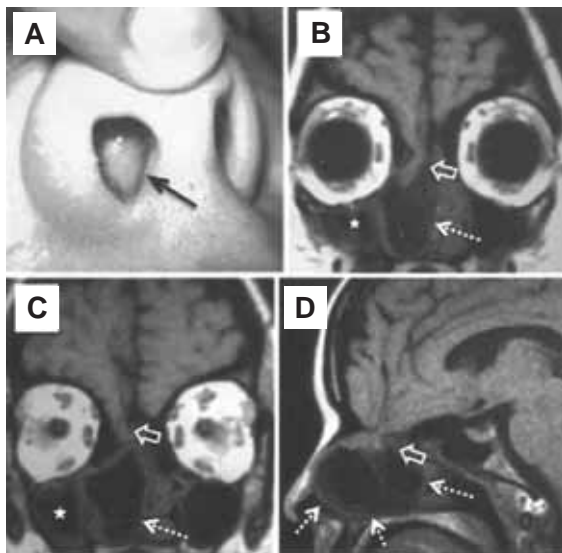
La masa protruye en la fosa nasal derecha (A). La resonancia magnética en cortes coronales (B y C) y sagital (D) mostró protrusión del giro recto a través de un defecto en la lámina cribosa (flechas huecas). Se puede apreciar la porción quística y la extensión de la lesión (flechas punteadas), así como sinusitis maxilar por la oclusión de su meato de drenaje (estrellas en B y C).
